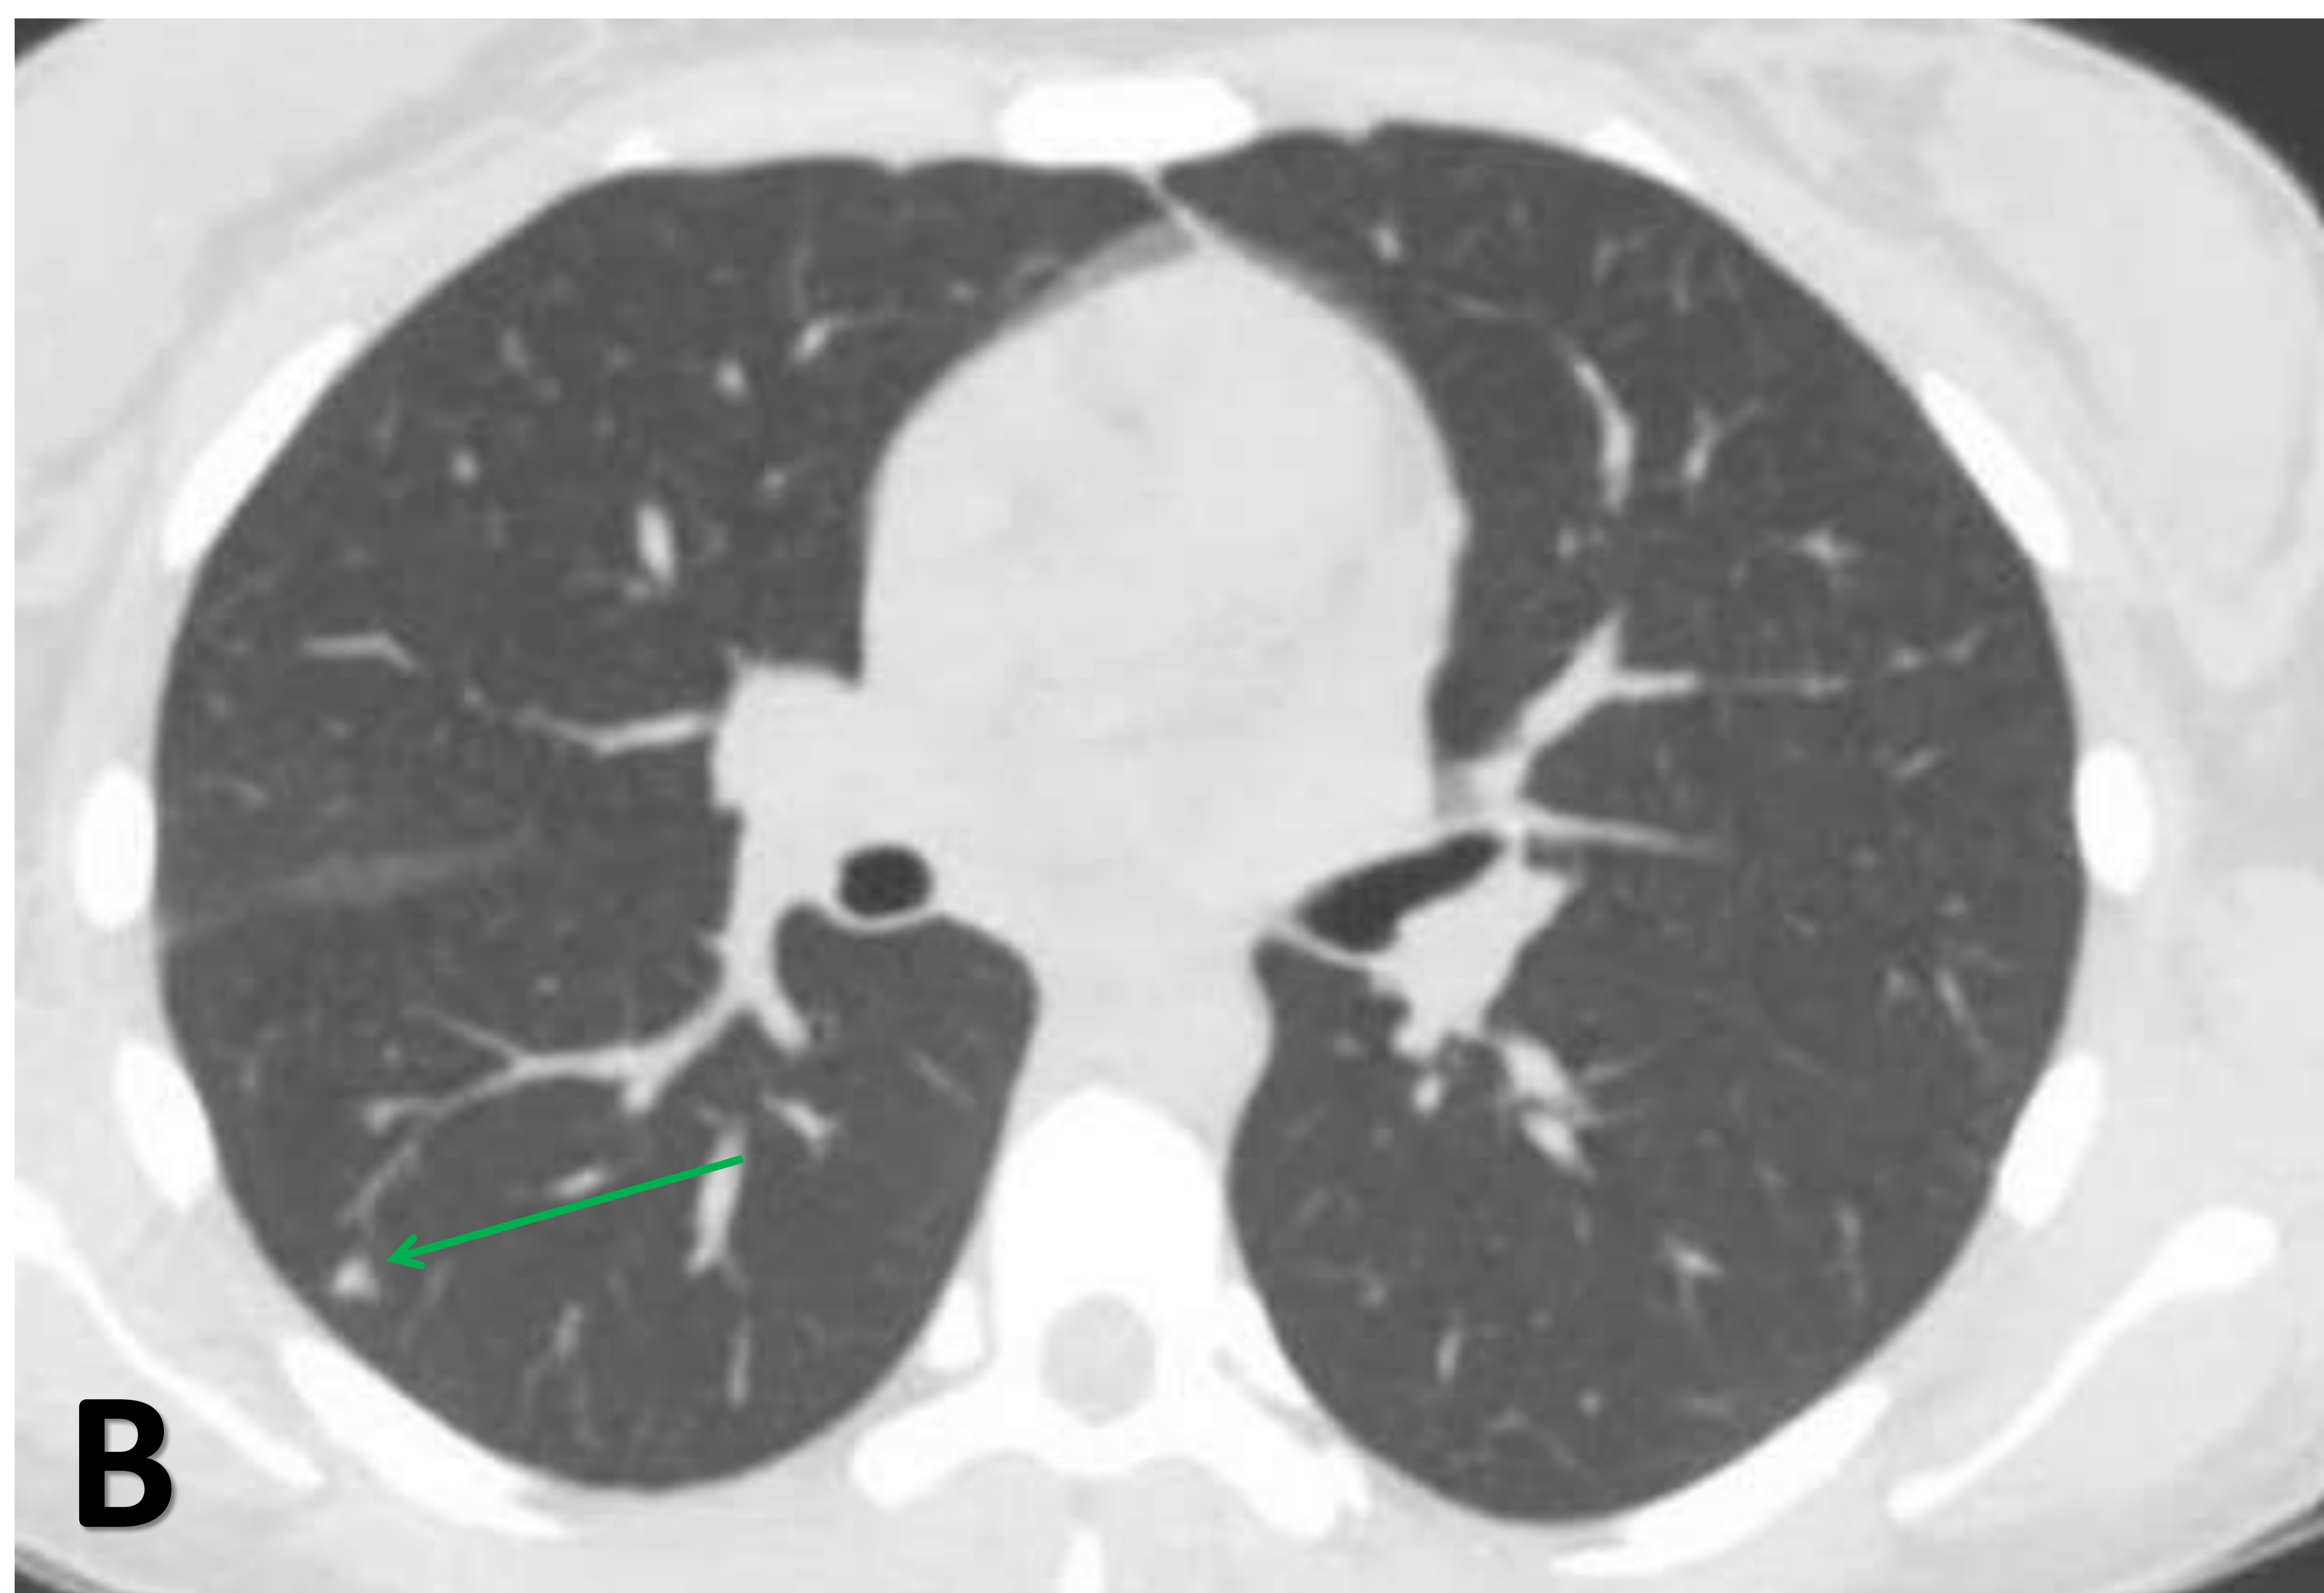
TC de tórax con contraste iv. Nódulo pulmonar de 2 cm de diámetro (flecha verde) en periferia del lóbulo superior derecho compatible con émbolo séptico.
